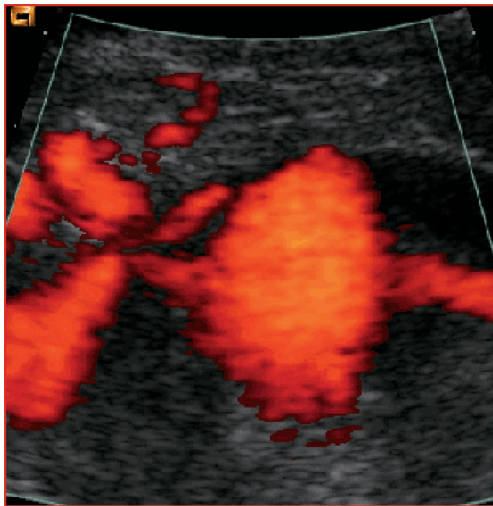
Sténose de l'artère rénale droite, segment proximal (Doppler puissance).
